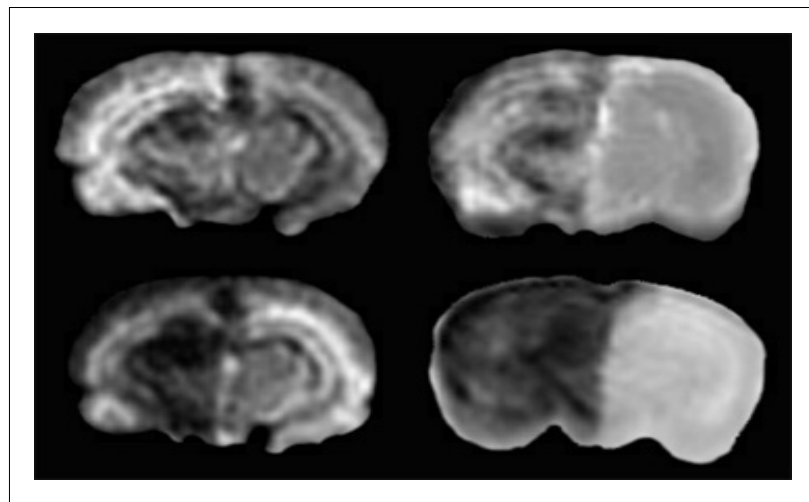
Vergleich zwischen *in vivo*- und *ex vivo*-MRT nach BHS-Öffnung
